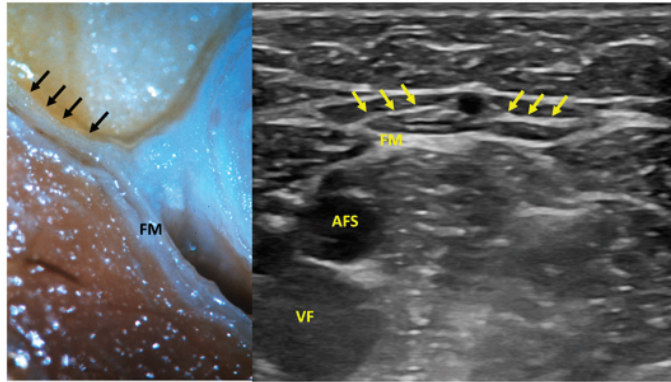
Sinistra: particolare anatomico del legamento safenico (frecce) collegato anatomicamente alla fascia muscolare (FM). La struttura è in grado di trasferire la energia meccanica della contrazione muscolare sottostante alla parete safenica, venendo di fatto ad aumentare l'energia cinetica nella safena rispetto ai rami superficiali soprafasiali. Destra: corrispettivo di anatomia ecografica B-mode ad alta risoluzione, ove le frecce indicano il legamento safenico collegato alla FM. AFS = Arteria femorale Superficiale; VF = Vena Femorale.
